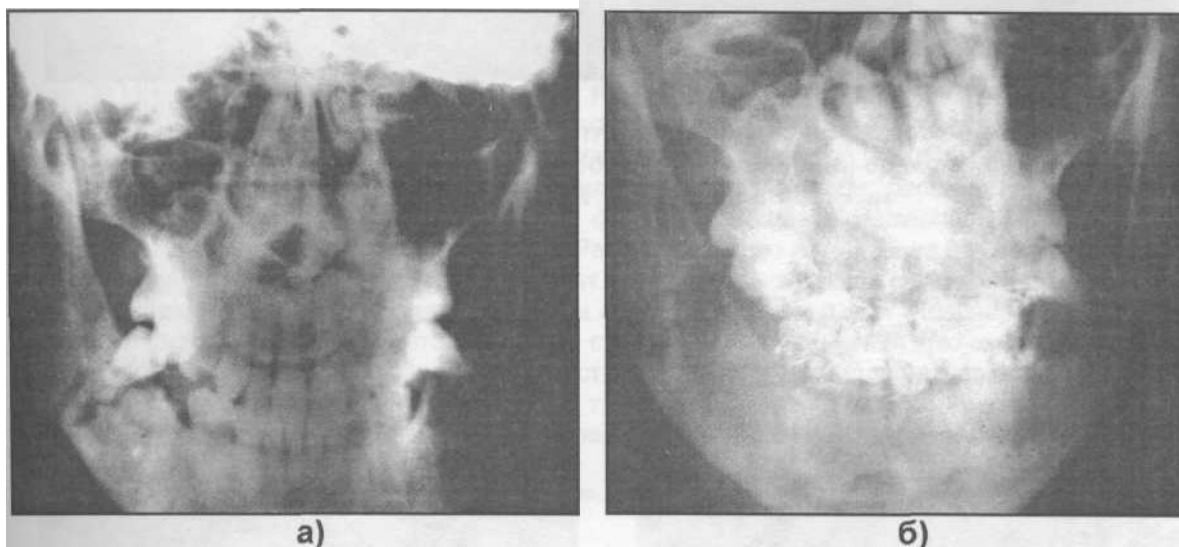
Фотографии с обзорных рентгенограмм нижней челюсти больного. Для остеосинтеза использован сапфировый стержень (наблюдение Е.Н. Рябокоть, 1995): а) до лечения; б) через 21 день после операции.
